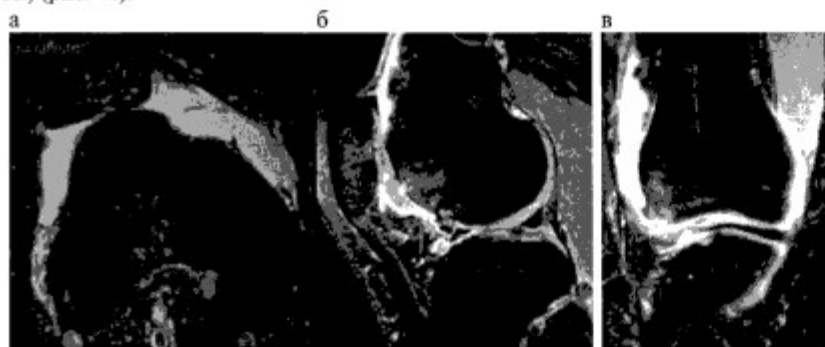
МРТ ( а - аксиальные, б - сагитальная, в - фронтальная проекции) правого коленного сустава пациентки Х., 23 лет, угол латерального наклона надколенника -22 градуса, латеральный подвывих надколенника, удлинненный медиальный удерживатель, остеохондральные дефекты медиального отдела
